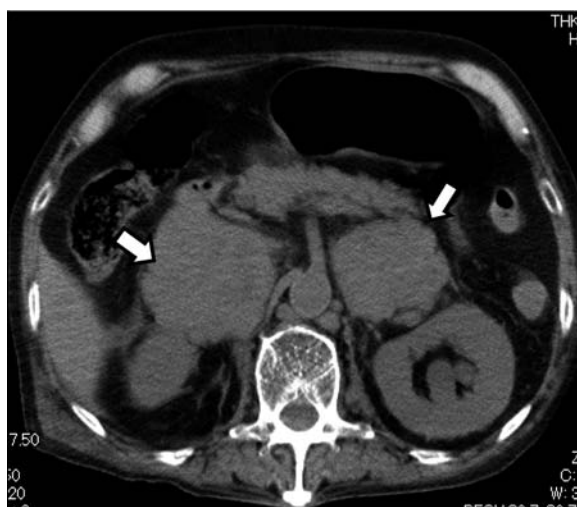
Computed tomography scan showing enlarged adrenal glands with metastases when the patient was hospitalized (arrows indicate the mass).
